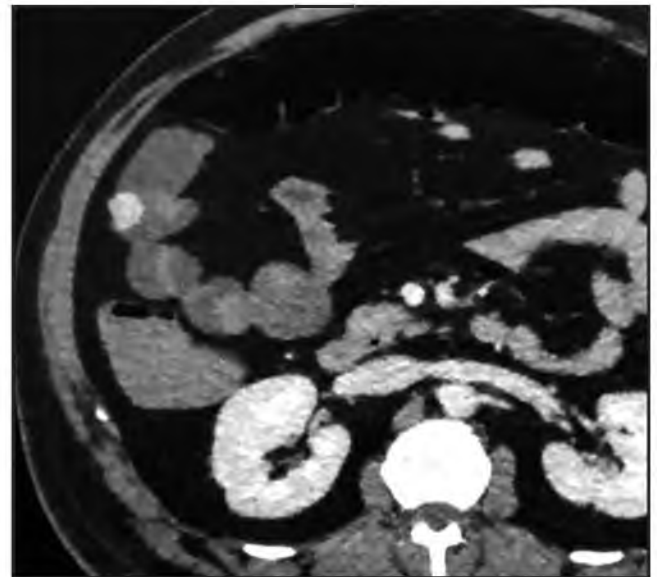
Косо-фронтальная реконструкция КТ с внутривенным болюсным контрастированием – венозная фаза. Визуализируется объемное образование тонкой кишки. Выявленное образование активно накапливает контрастный препарат в артериальную и паренхиматозную фазы контрастного усиления. Предположение о характере выявленного образования подтверждено морфологически – гастроинтестинальная стромальная опухоль тонкой кишки.
